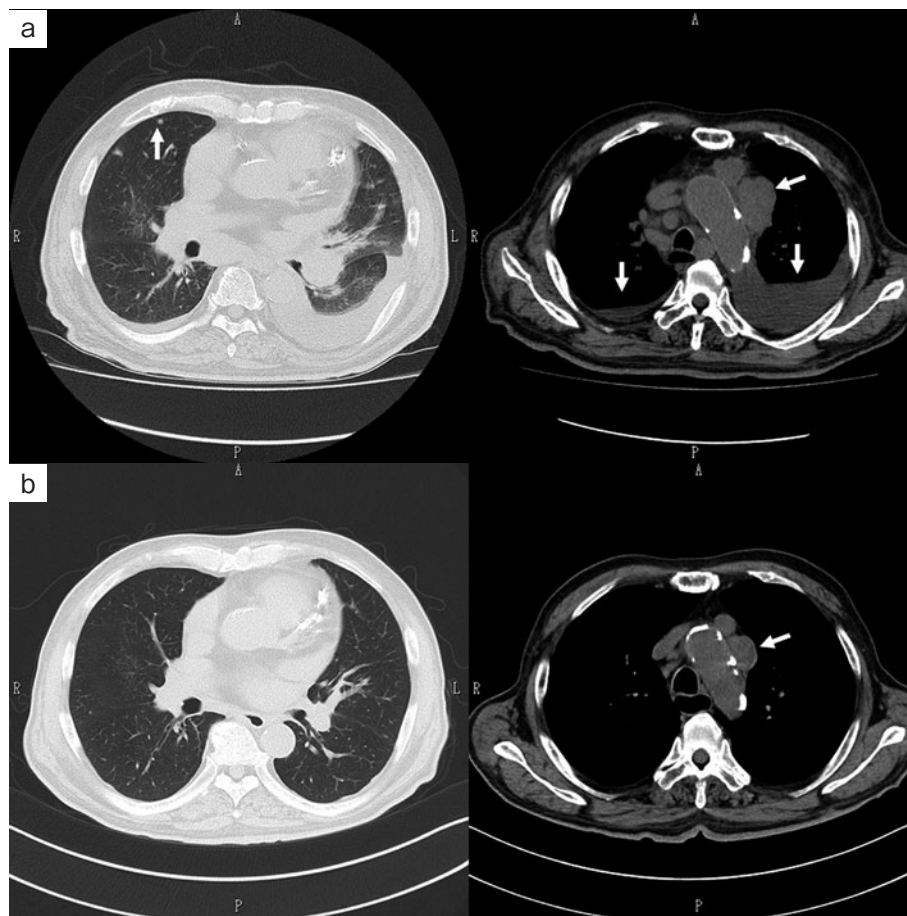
胸部単純CT (左：肺野条件, 右：縦隔条件) 所見. (a) 入院時, 左上葉に5cm大の腫瘍 (右図, 矢印右上) と両側縦隔リンパ節腫大, 両側胸水貯留 (右図, 矢印左右), 対側肺内転移 (左図, 矢印左) を認める. (b) 2コース終了後, 腫瘍は縮小し (右図, 矢印), 両側胸水は消失している.
